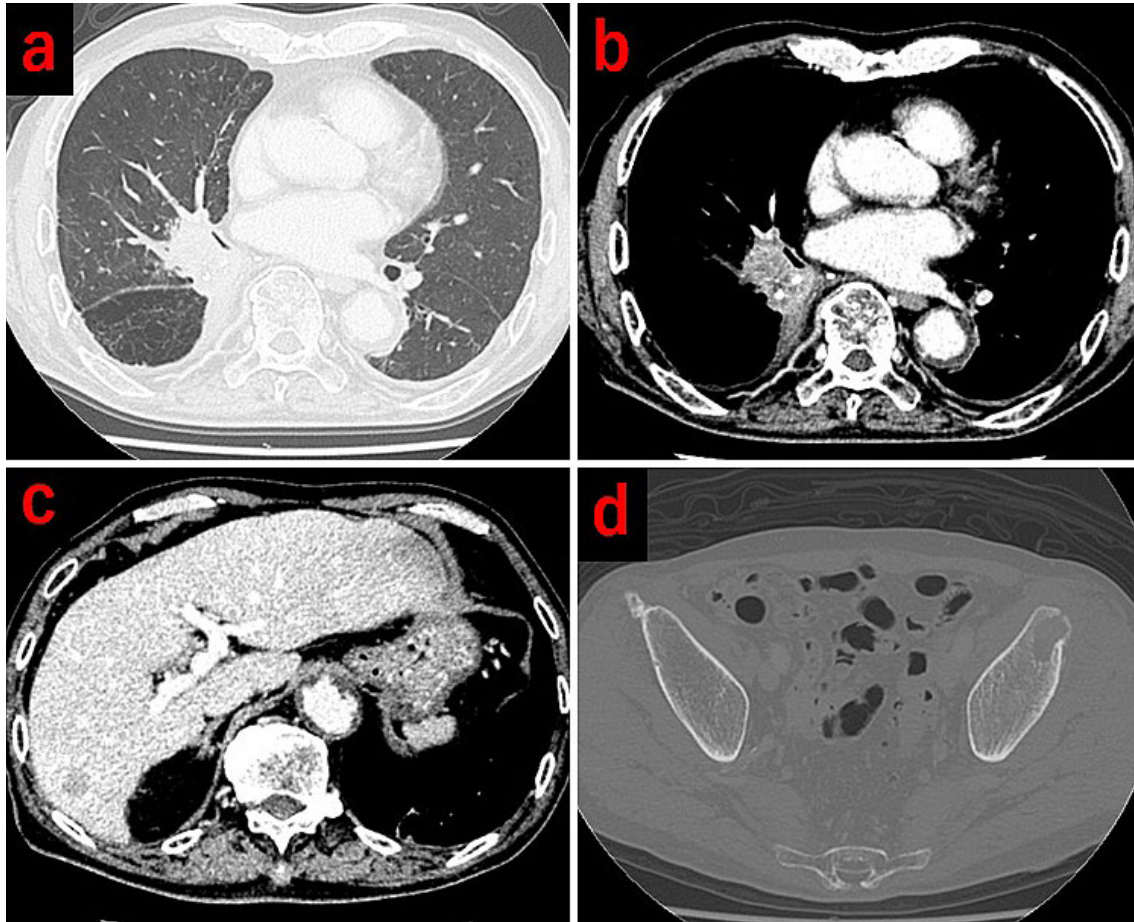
Contrast-enhanced computed tomography findings before ICI treatment. (a, b) A 35-mm mass shadow on the right lower lobectomy margin, (c) 15-mm nodule in the right lobe of the liver, (d) bone melting image on the left ilium.
